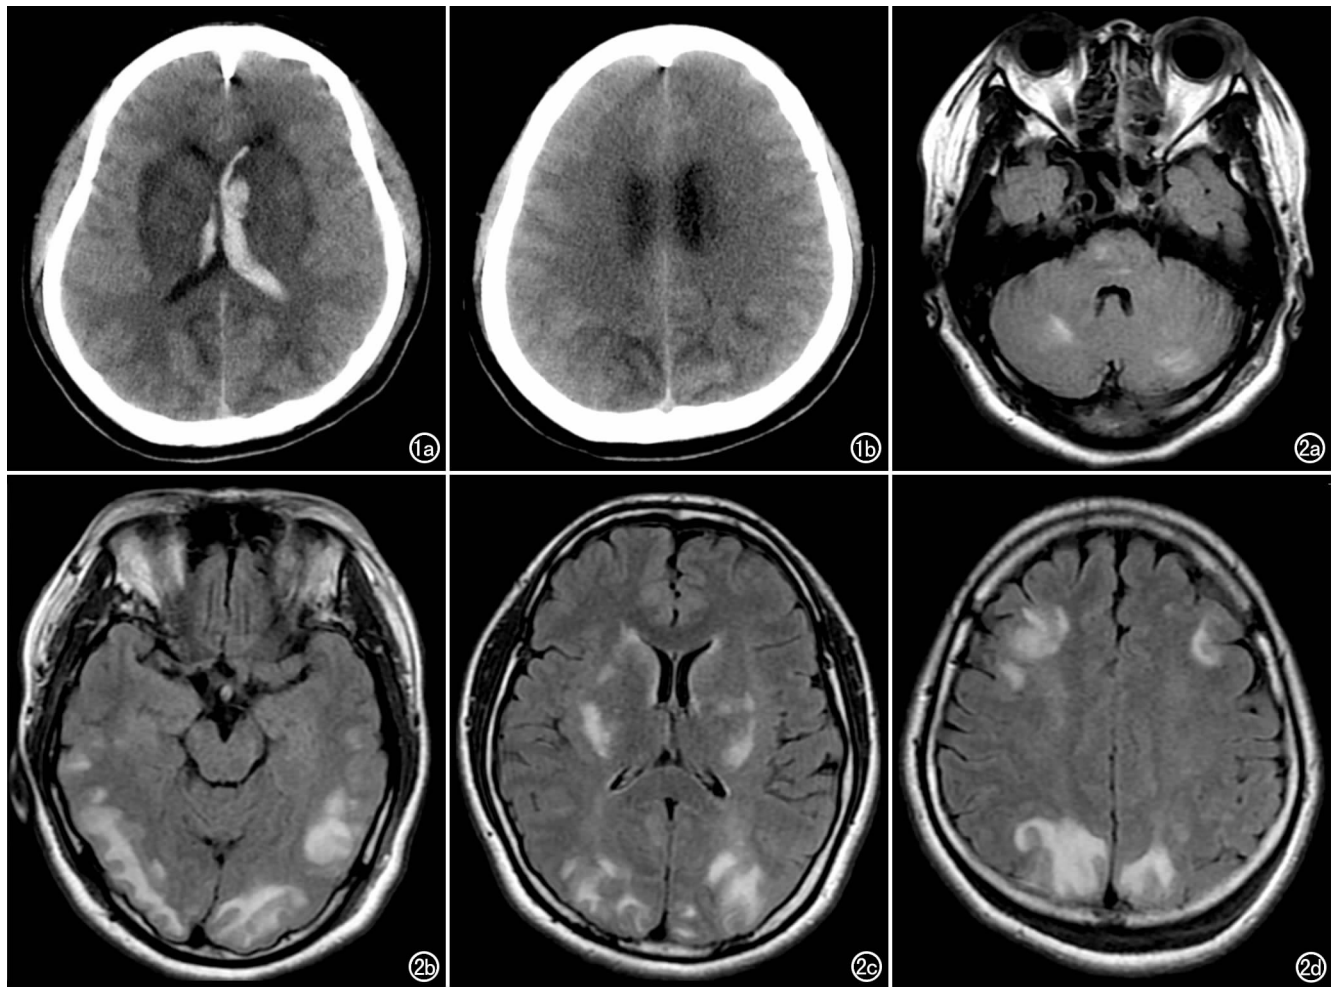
女, 29 岁, 孕 25 周, 腹痛、头痛伴呕吐 1 天, 血压 200/120mmHg。a) CT 示双侧枕叶、额叶白质及基底节区有条片状低密度灶, 双侧额颞叶脑沟内可见线状高密度影, 双侧侧脑室内积血; b) CT 示双侧顶叶皮层下低密度灶。图 2 女, 30 岁, 孕 30 周, 血压升高 2 天伴头痛、恶心、视物模糊, 血压 160/110mmHg。a) 横轴面 T₂ FLAIR 图像示脑干及双侧小脑半球水肿区呈高信号; b) 横轴面 T₂ FLAIR 图像示双侧枕叶及颞叶受累; c) 横轴面 T₂ FLAIR 示双侧枕叶和基底节区受累; d) 横轴面 T₂ FLAIR 示双侧额顶叶受累。
